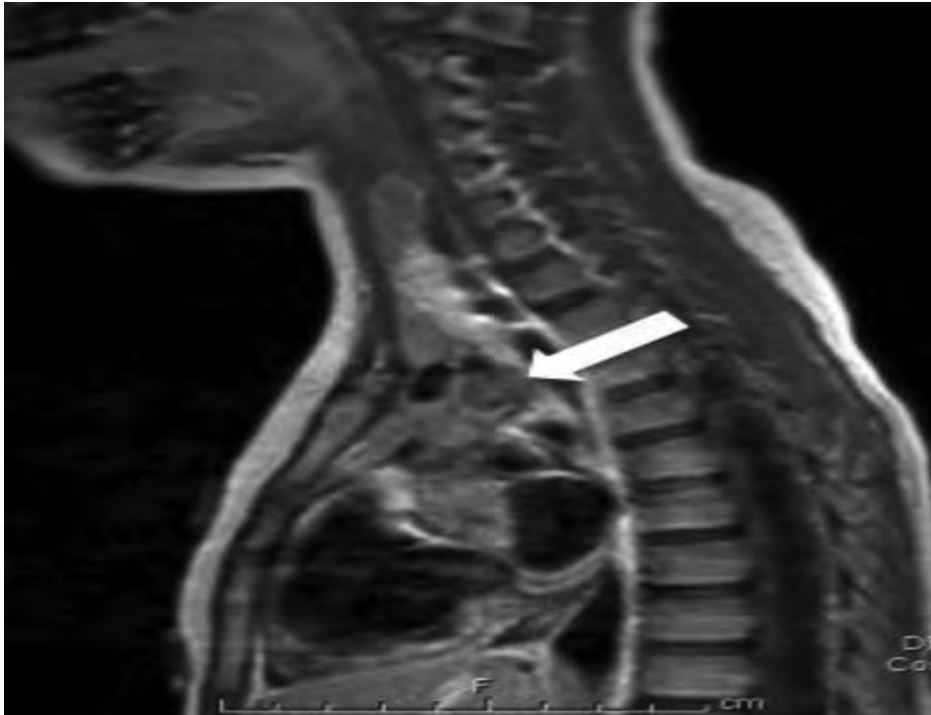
IRM sagittale montrant une inflammation s'étendant de l'œsophage à la proximité immédiate de l'arc aortique (flèche blanche) suite à l'enlèvement d'une pile bouton impactée dans le tiers moyen de l'œsophage [108].
